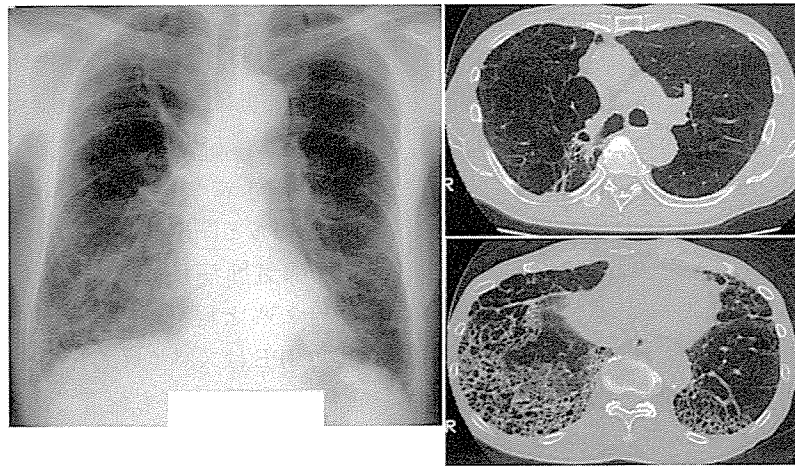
Radiographic imaging of a representative CIPE case
